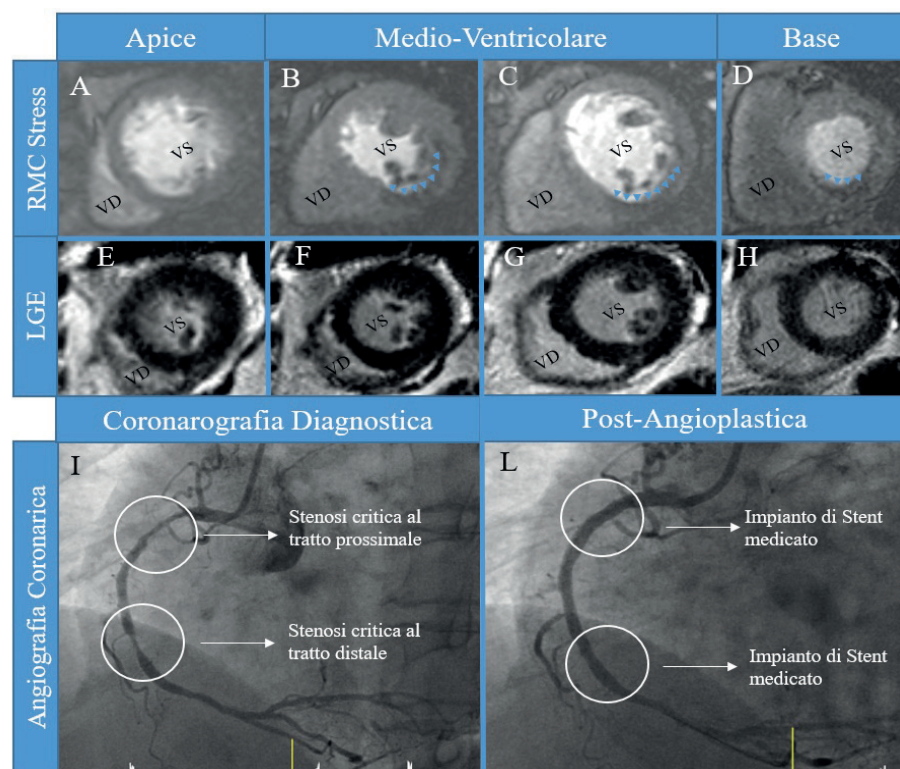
Esempio di MRI stress positiva di una paziente di 69 anni, nota per plurimi fattori di rischio cardiovascolare e sintomatica per dolore toracico "non tipico". Le sequenze di perfusione hanno permesso di evidenziare una ipoperfusione della parete inferiore del ventricolo sinistro (VS) coinvolgente almeno 5 su 17 segmenti miocardici (A-D, triangoli blu). Nelle sequenze di LGE (E-H) corrispondenti non sono emerse cicatrici, suggerendo la presenza di un difetto di perfusione associabile ad un'ischemia inducibile meritevole di approfondimento diagnostico. L'angiografia coronarica (I-L) ha confermato la presenza di due stenosi significative a carico della coronaria destra trattate entrambe con l'impianto di stent medicato. LGE: late gadolinium enhancement - VD: ventricolo destro - VS: ventricolo sinistro
